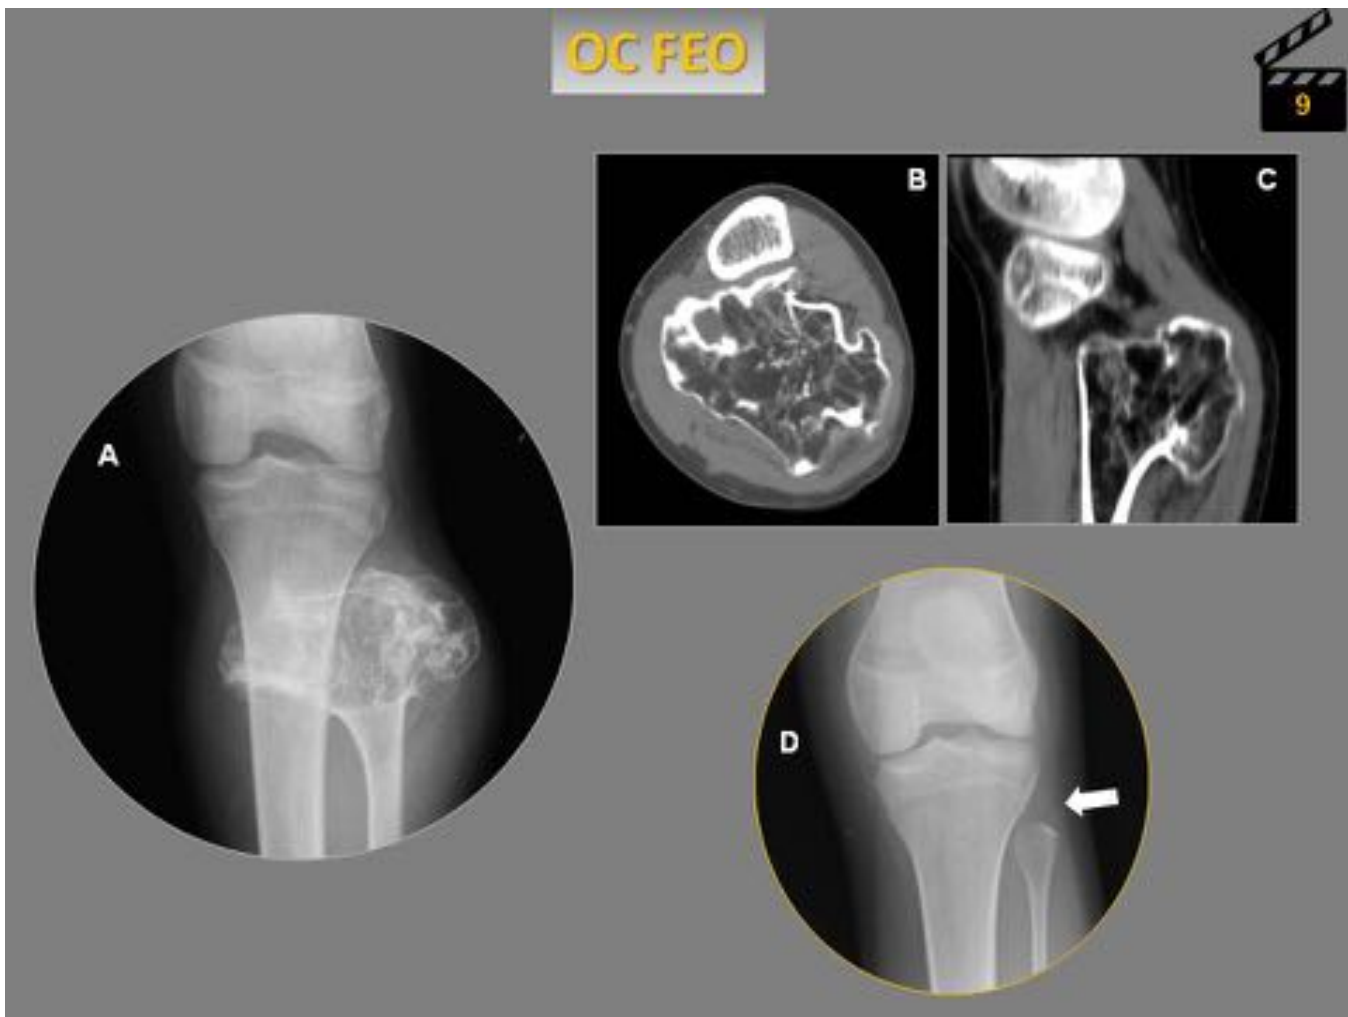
Osteocondroma de peroné. Radiografía AP de pierna (A) que demuestra una lesión muy exofítica en la cabeza del peroné. En el estudio TC corte axial y reconstrucción sagital (B,C) se muestra la amplia osificación de la lesión contenida por una banda esclerosa ininterrumpida, así como la continuidad corticomedular. Radiografía AP de pierna (D) tras la resección de la porción proximal del peroné donde se encontraba el osteocondroma (flecha)
